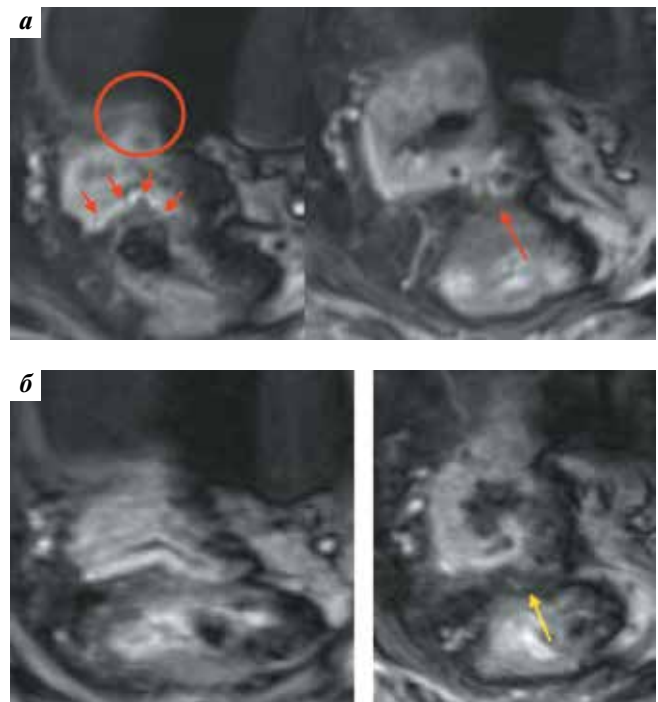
Пациентка Н., 94 лет. Рак тела матки T2N1M0, хирургическое лечение проведено в 2016 г. В январе 2019 г. — локорегиональный рецидив эндометриоидной аденокарциномы в области малого таза. Магнитно-резонансная томография таза без контрастного усиления: а — до выполнения трансартериальной суперселективной химиоэмболизации: опухолевая инфильтрация параметрия (указана стрелками); б — через 1 мес после выполнения трансартериальной суперселективной химиоэмболизации: уменьшение циркулярной толщины опухоли, появление в ней участка некроза (указан желтой стрелкой), контуры опухоли более четкие, нет опухолевой инфильтрации параметрия (указано красным овалом), вместо нее фиброз и пустые вены
